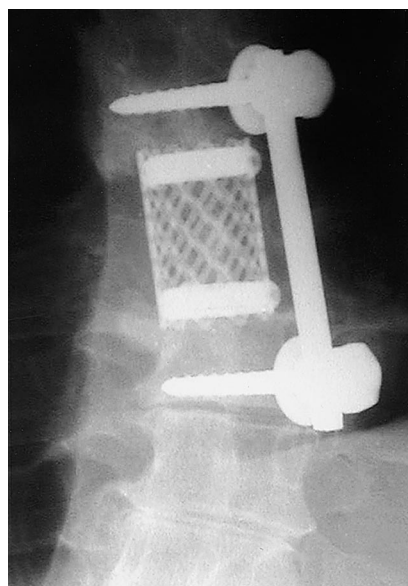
58letý pacient s pyogenní spondylodiscitidou Th 6/7 léčený předním radikálním debridementem, náhradou a stabilizací, a) předoperační MRI vyšetření ve frontálním řezu, b) předoperační MRI v sagitálním řezu, c) pooperační rtg snímek v ap projekci, d) pooperační snímek v bočné projekci
